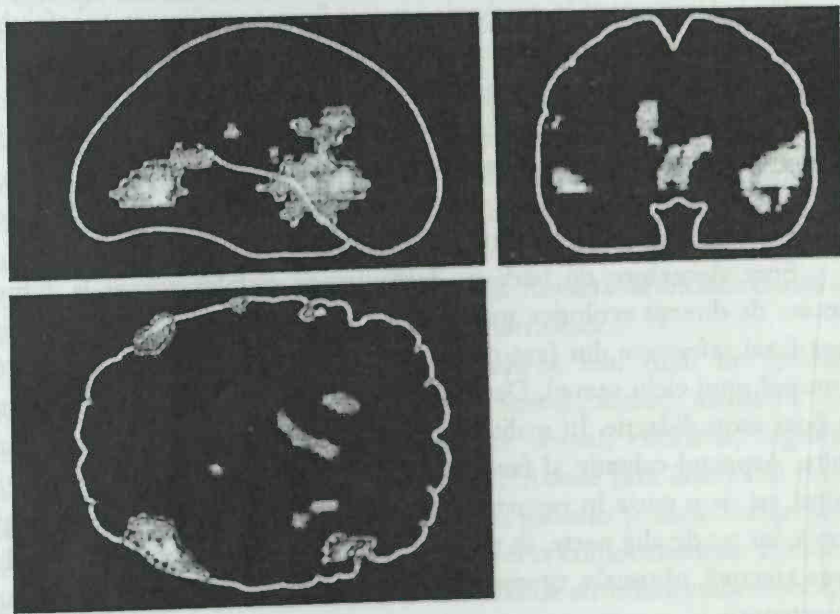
PET indică zonele din creier activate în timpul vizionării unor filme cu conotații sexuale explicite
